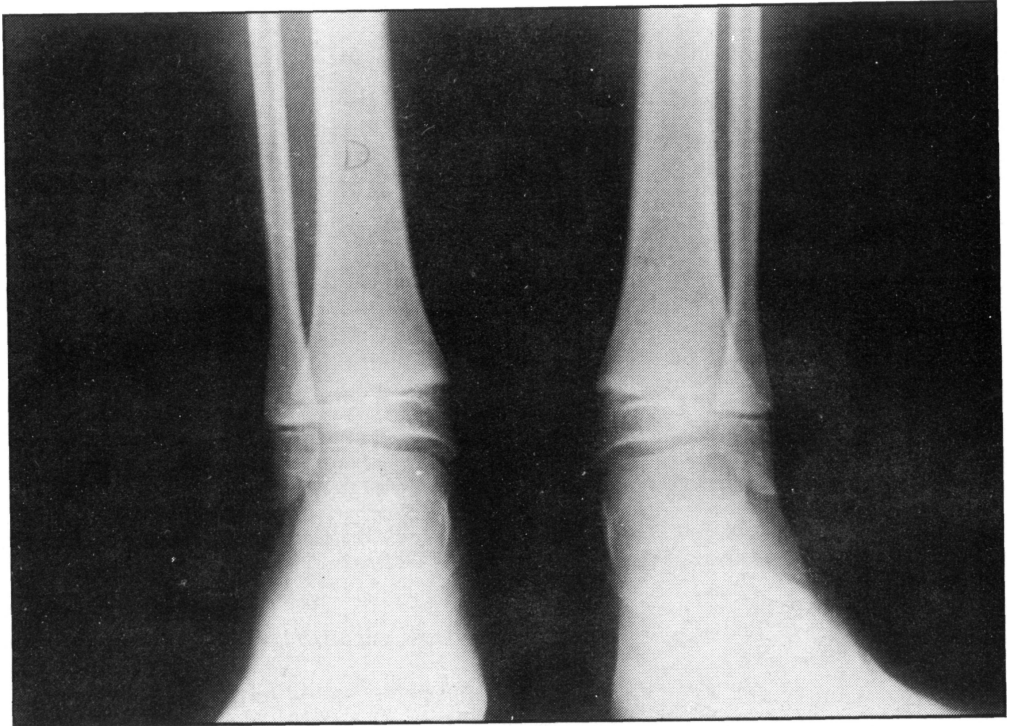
Radiografía antero-posterior en carga. Valgo de ambos tobillos.
